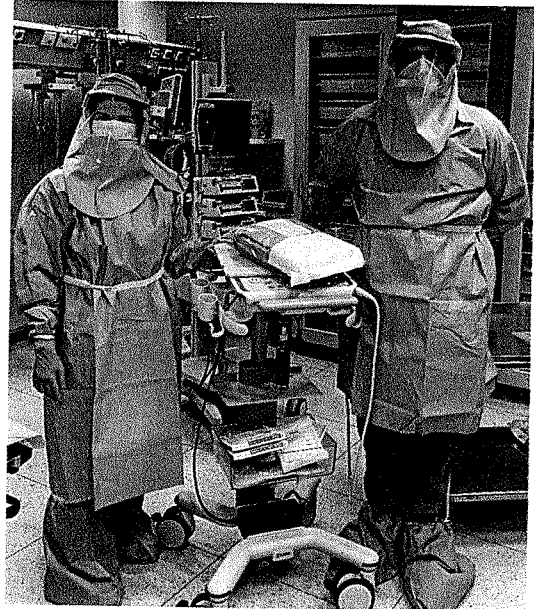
• 2 operatori con protezioni ed ausili (ecografo) per il posizionamento degli accessi vascolari nel paziente COVID 19.
